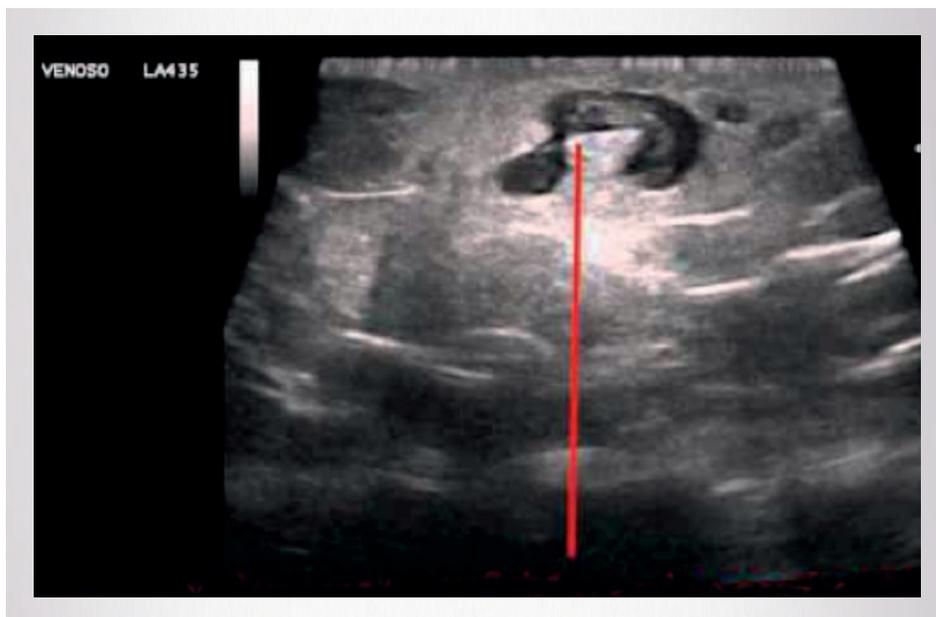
Ecocolordoppler venoso che evidenzia la trombosi venosa superficiale a livello di coscia e gamba destra.
